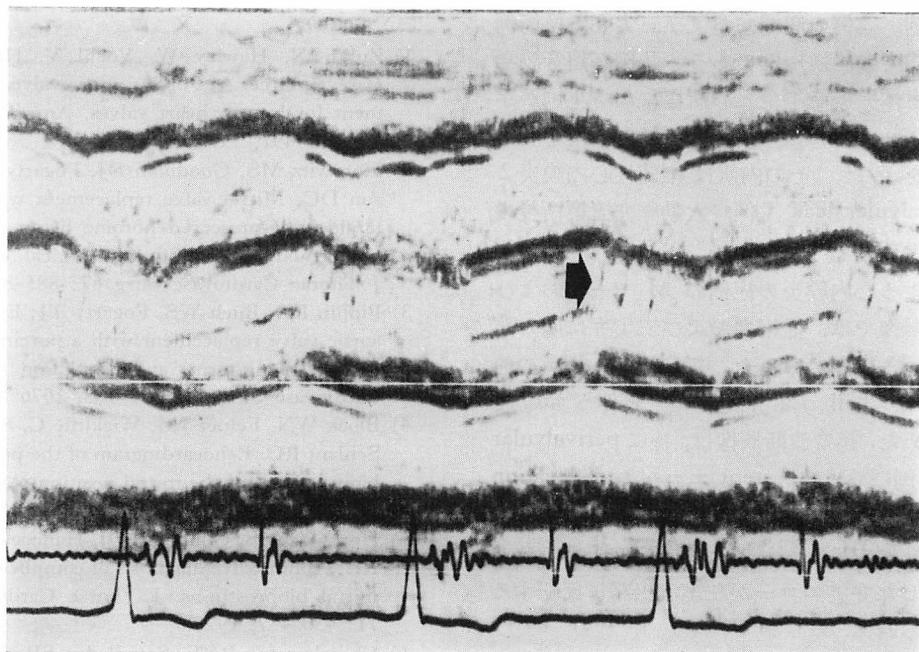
M-mode echocardiogram from Case 7.
